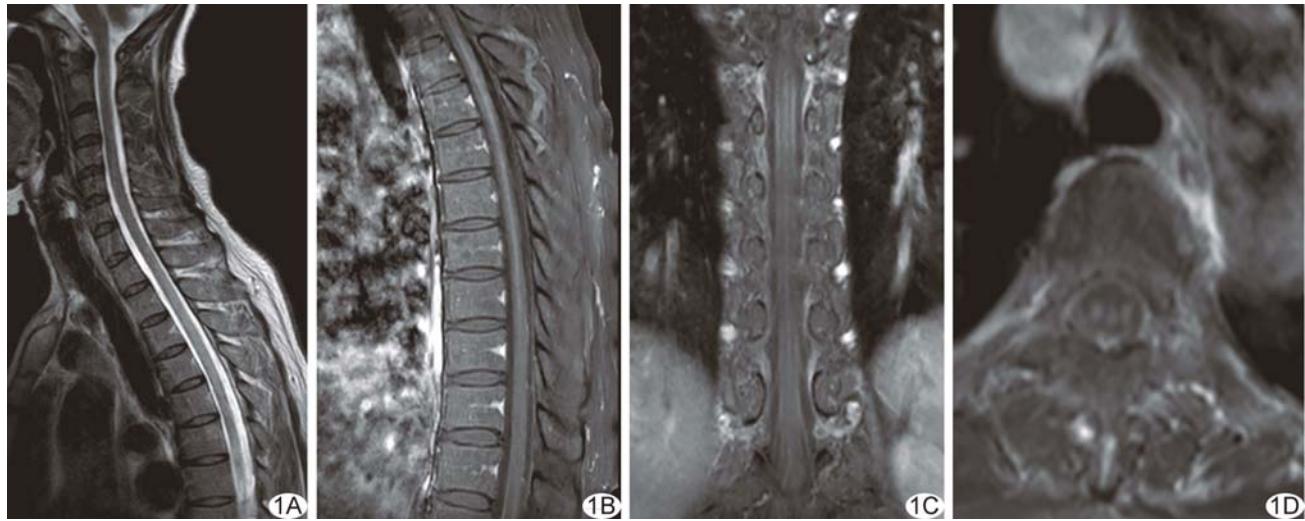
胸椎 MRI A. 平扫矢状位 T2WI 示脊髓内条片状稍高信号; B. 增强扫描矢状位图像示脊髓内广泛条片状异常强化; C. 冠状位增强扫描显示脊髓内纵行长条状异常强化; D. 轴位增强扫描示脊髓侧索及后索结节样强化
